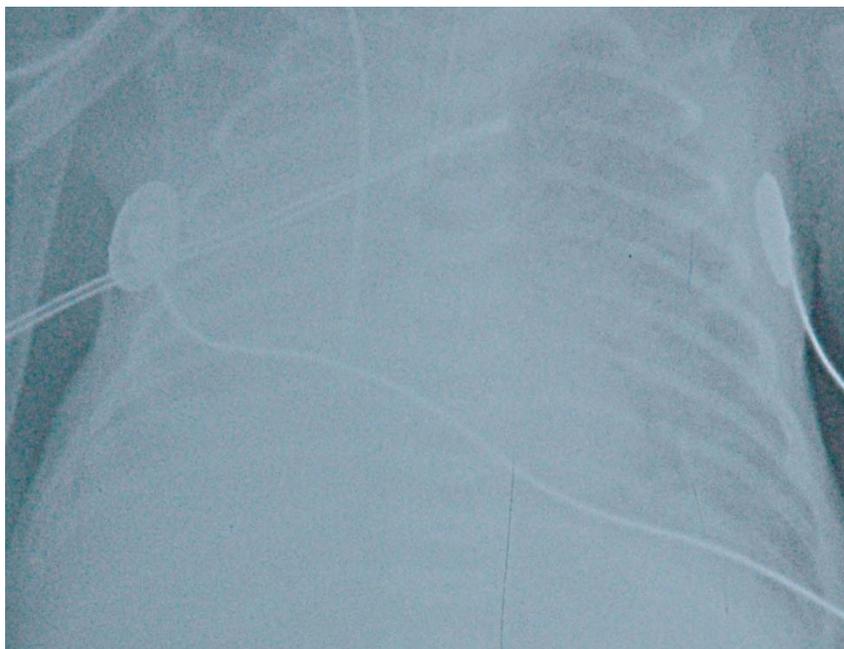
Рентгенограммы больной с новой БЛД легкой степени тяжести
